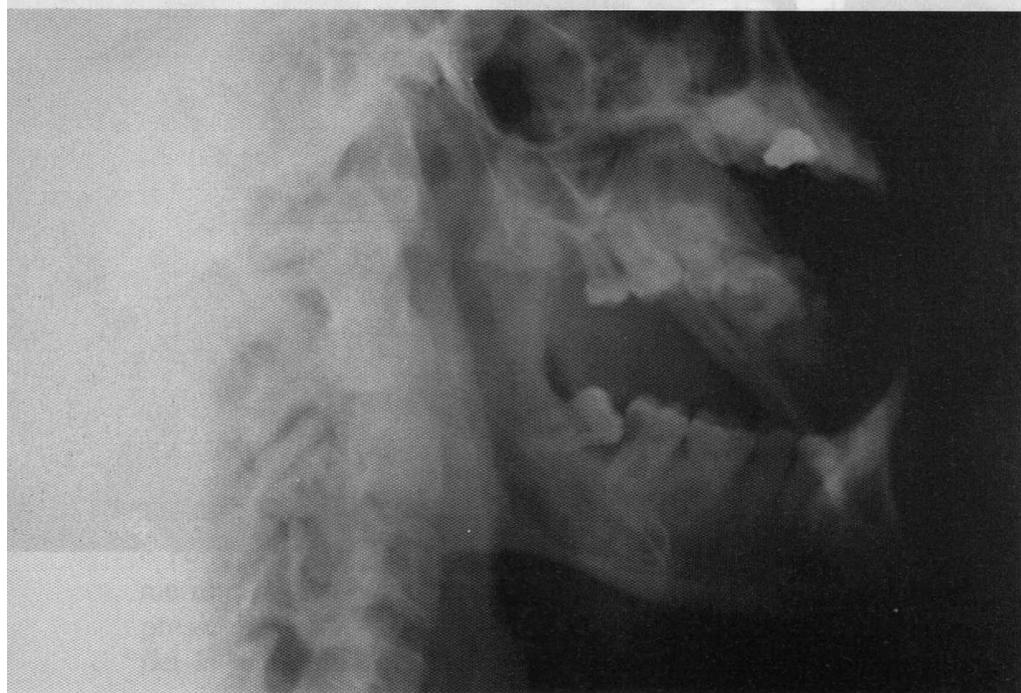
Radiografia laterale obliqua che evidenzia la posizione dell'ottavo (4.8) e la neoformazione apicale al 4.7; il ritrattamento canalare sarà suggerito al rientro in Patria, il 4.8 sarà estratto
